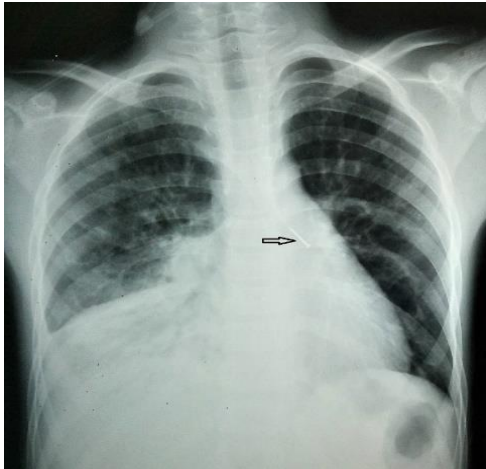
Représentation d'un cas d'un corps étranger intrabronchique gauche initialement intrabronchique droit avec atélectasie du lobe inférieur droit détecté sur une radiographie thoracique de face chez un garçon de 8 ans
